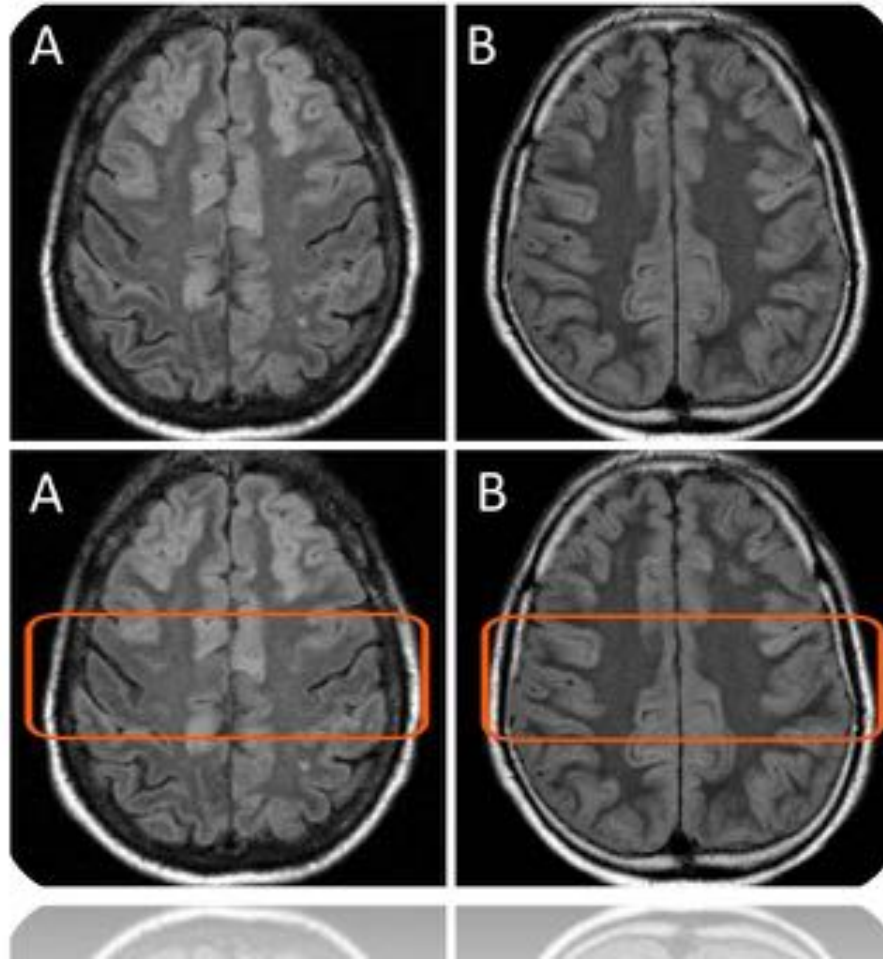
Imagen comparativa de secuencias FLAIR de RM cerebral, entre un paciente afecto de encefalopatía hepática aguda (columna derecha, A) y un paciente con afectación hipóxico-isquémica (columna izquierda, B). En las imágenes de la derecha (A), es evidente una alteración difusa de la sustancia blanca que respecta la región precentral de forma bilateral, que no se evidencia en las imágenes de la izquierda (B).
